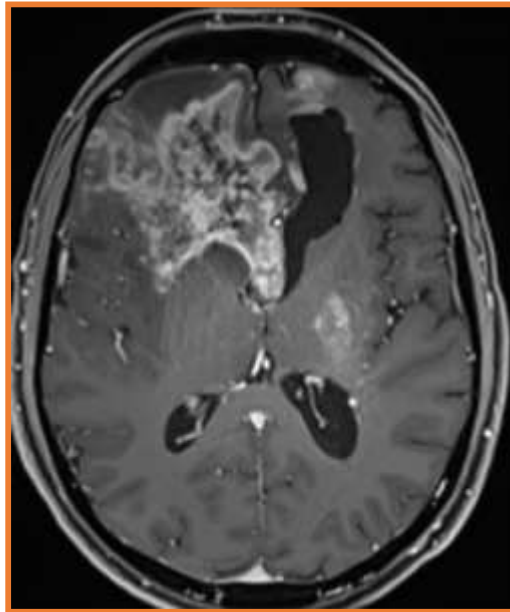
RM secuencial en un paciente de 51 años con un Glioblastoma recurrente de alto grado sometido a viroterapia oncolítica intratumoral. (A) La RM de diagnóstico muestra una lesión en la región frontal izquierda, compatible con glioblastoma. (B) RM de control muestra una lesión de mismas características en la región frontal derecha sugestiva de recurrencia. (C) RM intraoperatoria tras la inoculación viral, con cambios esperados tras la inyección
